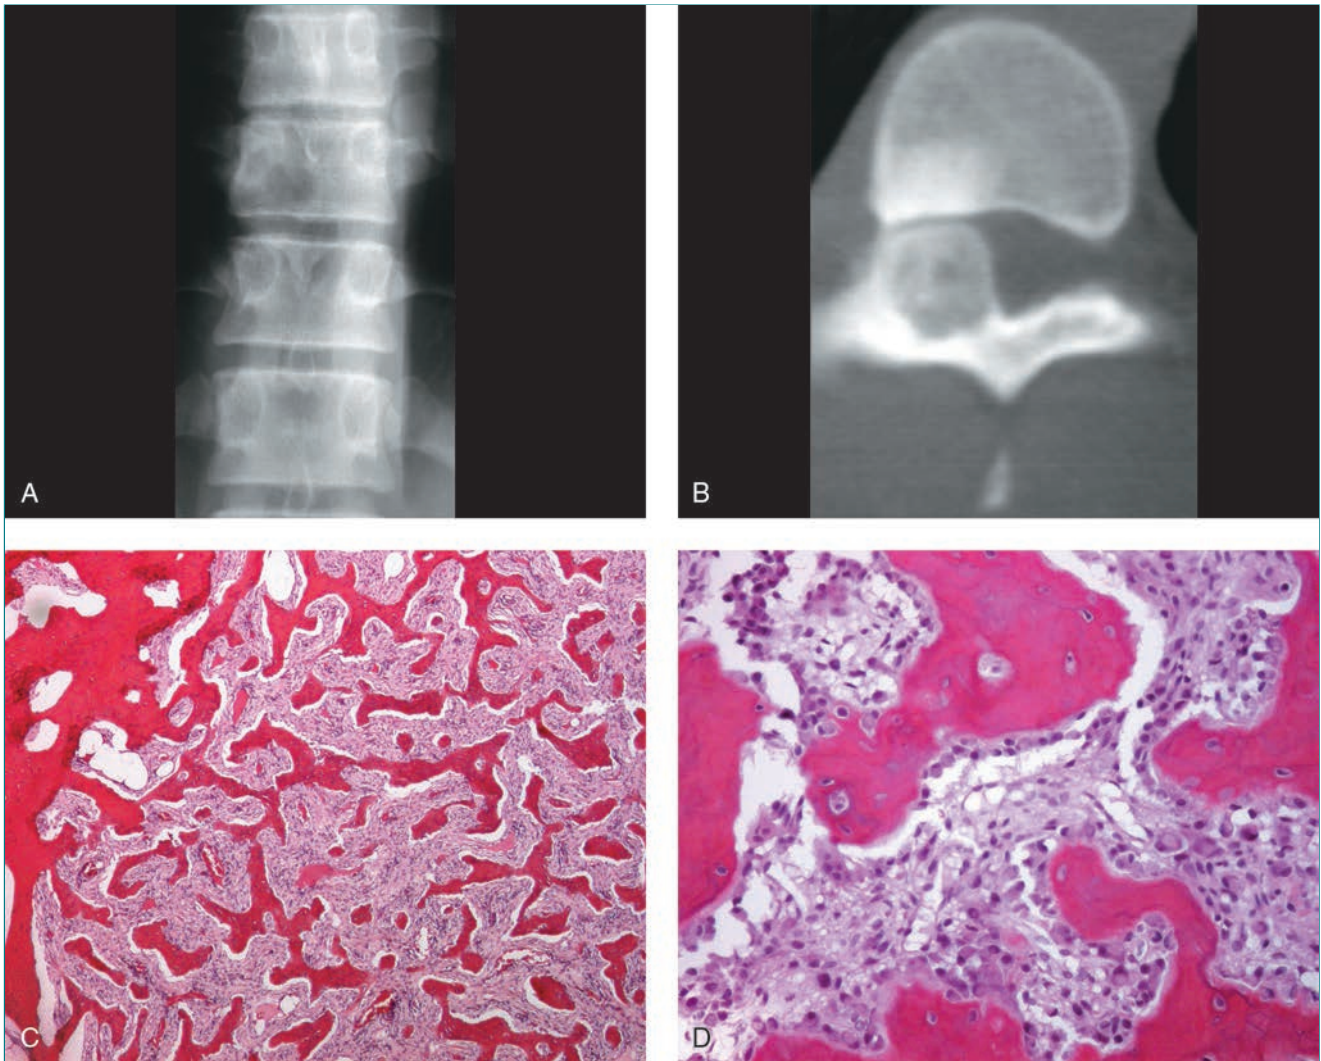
Osteoblastoma. A, Radiografía anteroposterior de la porción inferior de la columna torácica de un niño de 17 años en la que se observa una lesión dudosa en el lado derecho de T10. B, Una TC del mismo paciente de A muestra mejor la localización del osteoblastoma en el pedículo de T10. C, Imagen microscópica de un osteoblastoma en la que se aprecian trabéculas entrelazadas rodeadas de tejido conjuntivo fibrovascular. El tumor se fusiona con el hueso normal en la periferia de la lesión. D, La imagen microscópica con más aumento muestra un revestimiento osteoblástico alrededor del hueso trabecular. Los osteoblastos tienen un aspecto plasmocitoide. (Reproducida de Weber KL, Heck RK Jr: Cystic and benign bone lesions, en Schwartz HS, ed: *Orthopaedic Knowledge Update: Musculoskeletal Tumors*, ed 2. Rosemont, IL, American Academy of Orthopaedic Surgeons, 2007, pp 87-102.)
